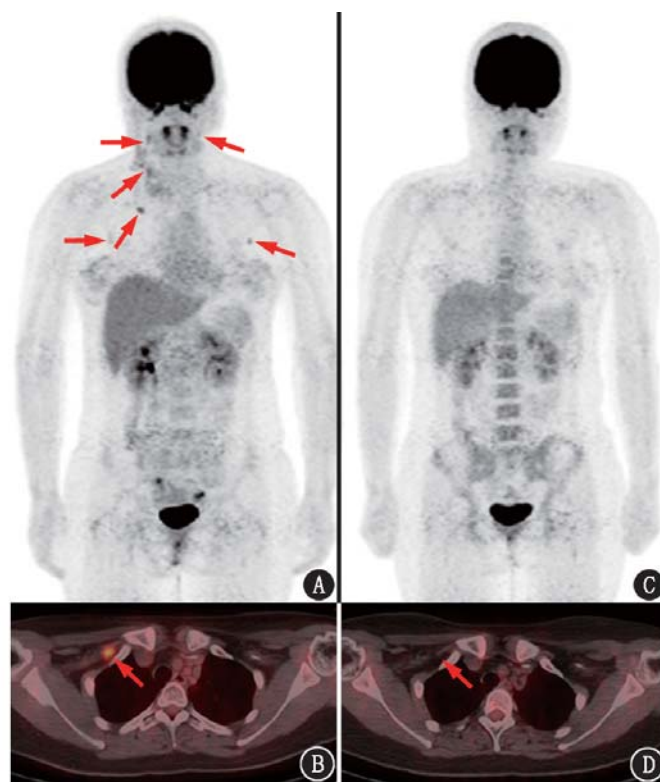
经典霍奇金淋巴瘤患者(女,29岁;结节硬化型)自体干细胞移植前、后的¹⁸F-脱氧葡萄糖(FDG)PET/CT显像图。A.移植前2个月全身最大密度投影(MIP)图示双颈部、右锁骨上和下、双腋窝多发淋巴结,代谢增高(箭头示),Deauville评分为4分;B.移植前2个月断层图像示右锁骨下淋巴结肿大,代谢增高(箭头示);C.移植后3个月MIP图示完全缓解,原病灶代谢均恢复正常;D.移植后3个月断层图像示右锁骨下淋巴结明显缩小,代谢未见增高(箭头示);患者随访4年未见复发
